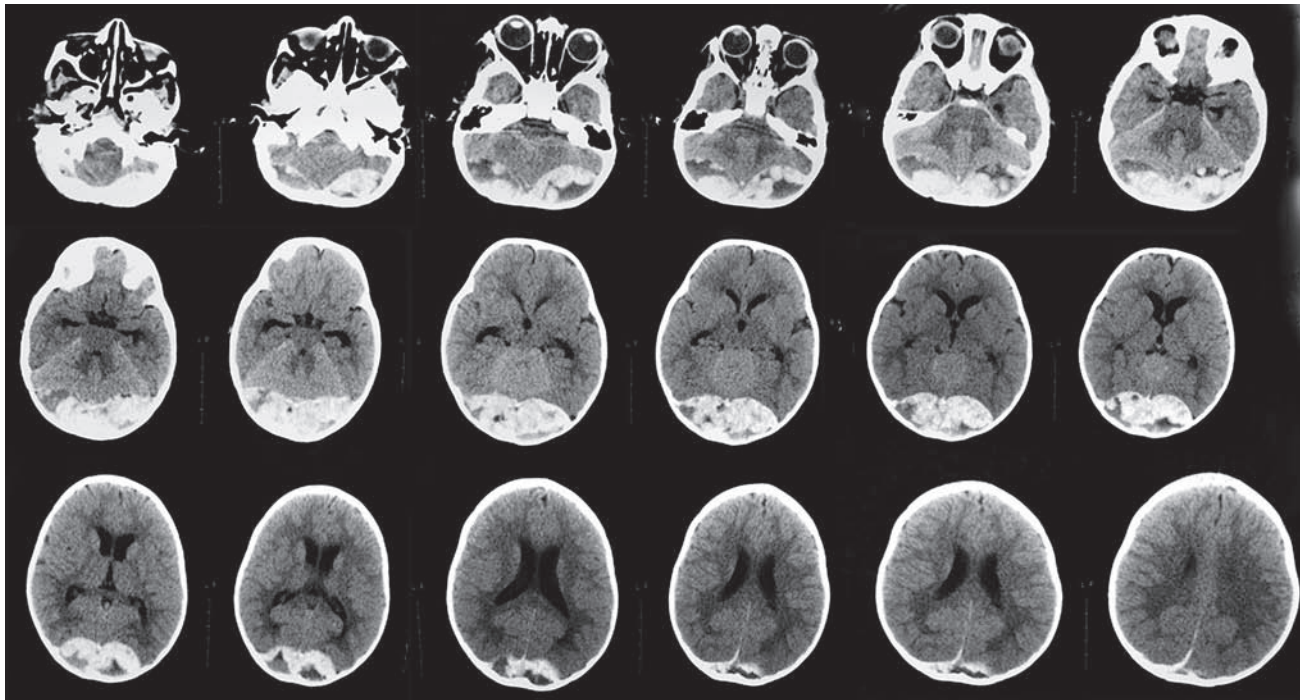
Предоперационное КТ-исследование
